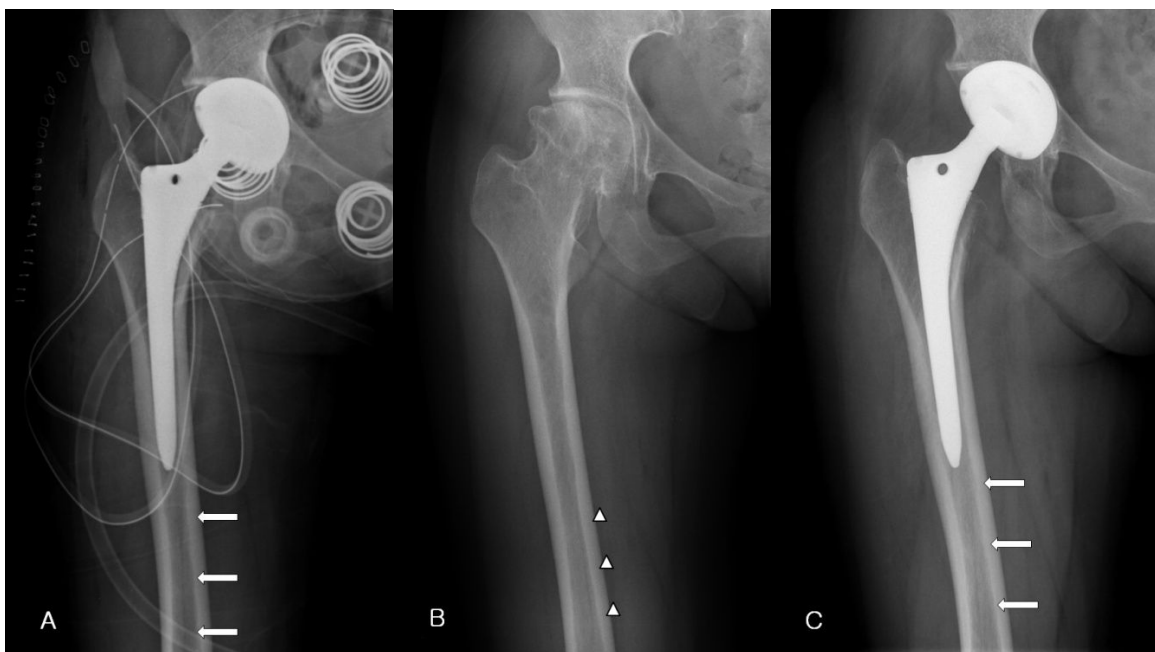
32 years old female with total hip arthroplasty. (A) Abnormal radiolucent line (arrow) by post-operative radiograph. (B) Nutrient artery canal (arrow head) visible at the same area by preoperative anteroposterior view. (C) At 4 months post-operative anteroposterior view, no visible bony change around the previous radiolucent line.
